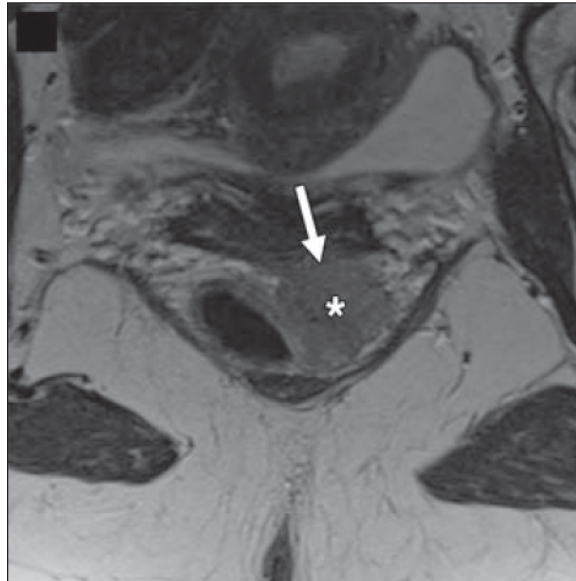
Coupe oblique pondérée T2 en IRM d'une tumeur rectale (astérisque) envahissant la paroi postérieure du vagin (flèche)
